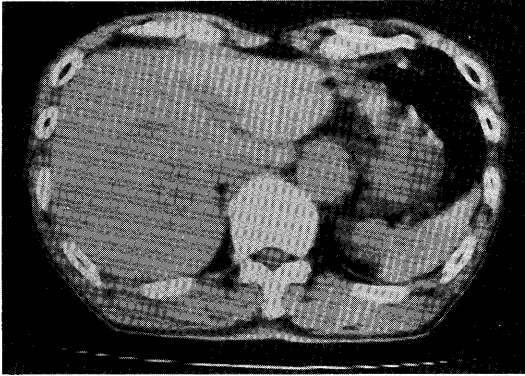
Abdominal plain X-ray CT demonstrates low density mass lesion in segment 7, which has irregular surface, and heterogeneous density.
